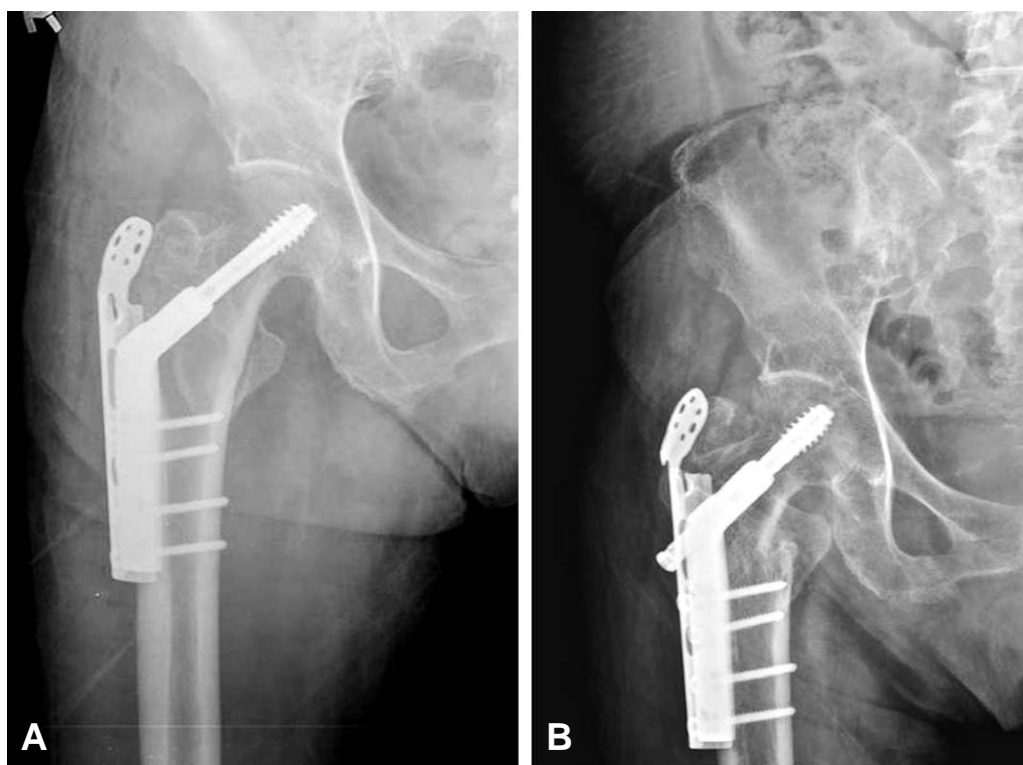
Antero-posterior X-ray of pelvis. (A) Immediate postoperative X-ray shows good reduction. (B) X-ray taken 2 years after operation demonstrates complete union of the fracture site.
